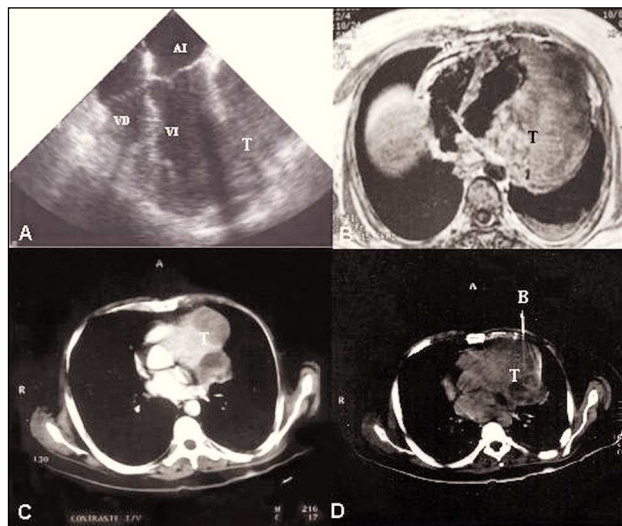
A: ecocardiograma transesofágico. Masa tumoral (T) sólida en la pared lateral del ventrículo izquierdo (VI) de estructura heterogénea. B: imagen en plano axial Spin-Eco potenciada en T1. Voluminosa tumoración sólida que involucra la pared lateral del VI con intensidad de señal heterogénea sugestiva de necrosis tumoral. C: tomografía helicoidal. Corte en la raíz aórtica con medio de contraste. Deformación del contorno cardíaco izquierdo por una masa polilobulada con áreas de diferente densidad. D: tomografía computarizada con la aguja de punción biopsica (B). AI: aurícula izquierda; VD: ventrículo derecho.
